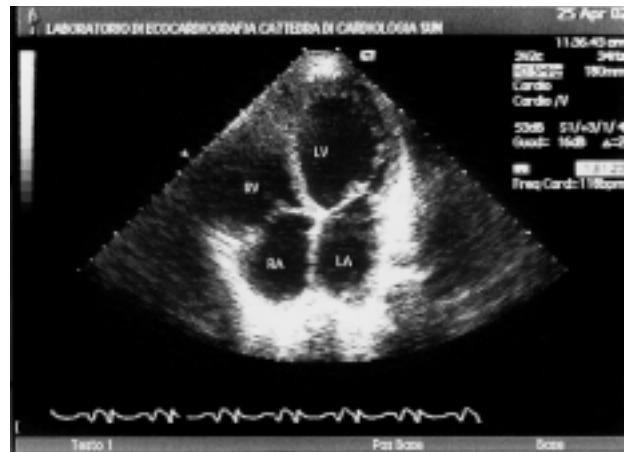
Ecocardiogramma bidimensionale (proiezione 4 camere apicale): è visibile la dilatazione delle 4 camere cardiache. LA = atrio sinistro; LV = ventricolo sinistro; RA = atrio destro; RV = ventricolo destro.
